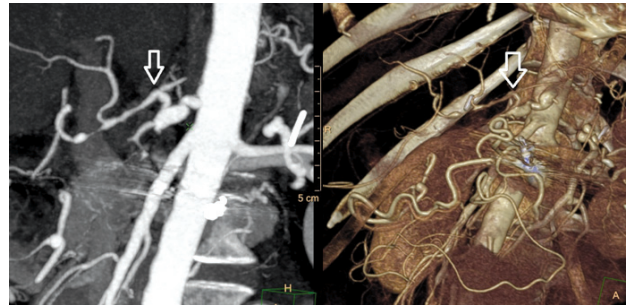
КТ-ангиография через 3 недели после трансплантации печени. Просвет чревного ствола неравномерный с наличием сужений и расширений диаметром от 2,6 до 8,5 мм и наличием извитого хода; анастомоз между левой желудочной артерией реципиента (белая стрелка) и общей печеночной артерии донорской печени проходим. Имеются критические сужения на протяжении общей печеночной артерии и гастродуоденальной артерии трансплантата
